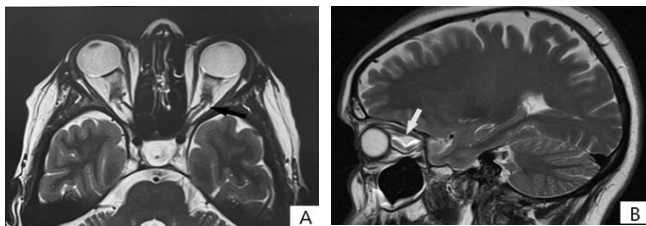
A et B: IRM en séquence TSE T2 coupes axiale (A) et sagittale (B): aspect sinueux des nerfs optiques en rapport avec une HTIC bénigne (flèches).
